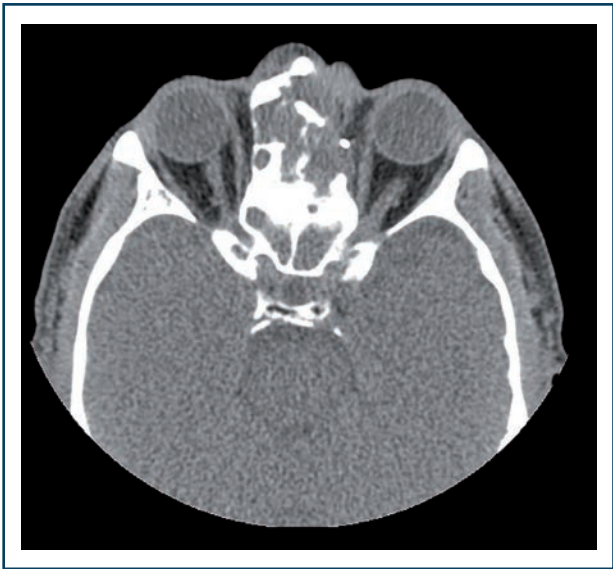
Examen TDM d'un papillome inversé malignisé avec lyse osseuse de la paroi interne de l'orbite gauche et de la base du crâne.
